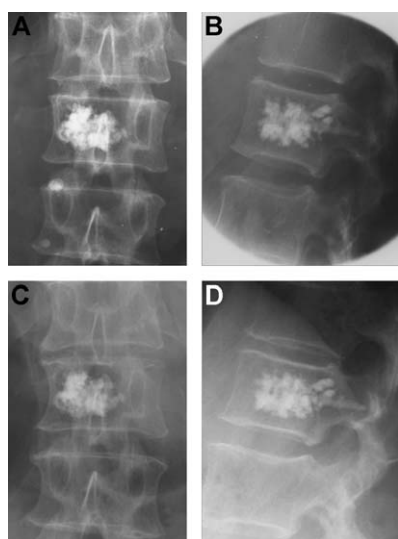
Radiographies standard face A, profil B post-vertébroplastie. Radiographies de contrôle de la même patiente traitée pour un angiome agressif sans composante épidurale 17 ans après la vertébroplastie (C et D). On note l'absence de modification de la vertèbre traitée malgré un remplissage asymétrique.
